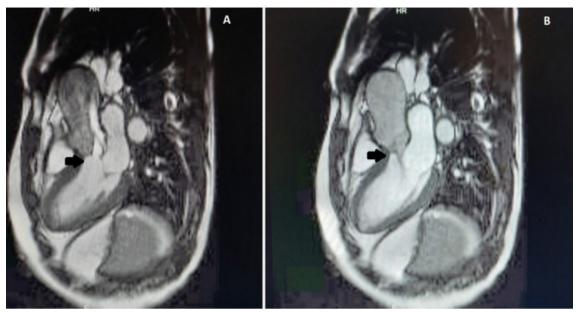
Cardiorresonancia de tres cámaras. A) se evidencia membrana subaórtica con jet de estenosis en la aorta (flecha negra). B) Se evidencia mínino jet regurgitante de insuficiencia aórtica (flecha negra).
